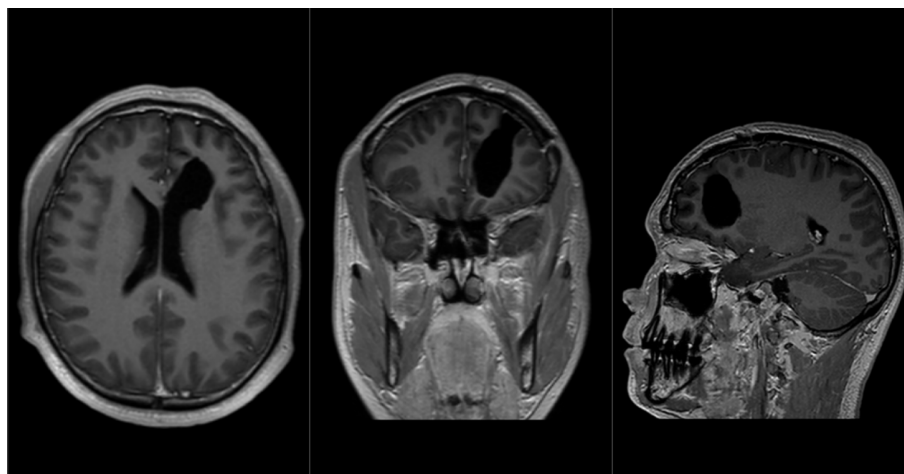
Enhanced magnetic resonance imaging 200 days after operation
